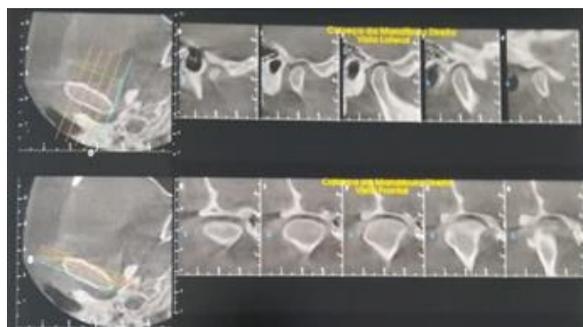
Tomografia Computadorizada – Cabeça da mandíbula direita. Discreto aplainamento na face ântero-posterior do polo lateral, posicionando-se de forma centralizada na cavidade em boca fechada.
